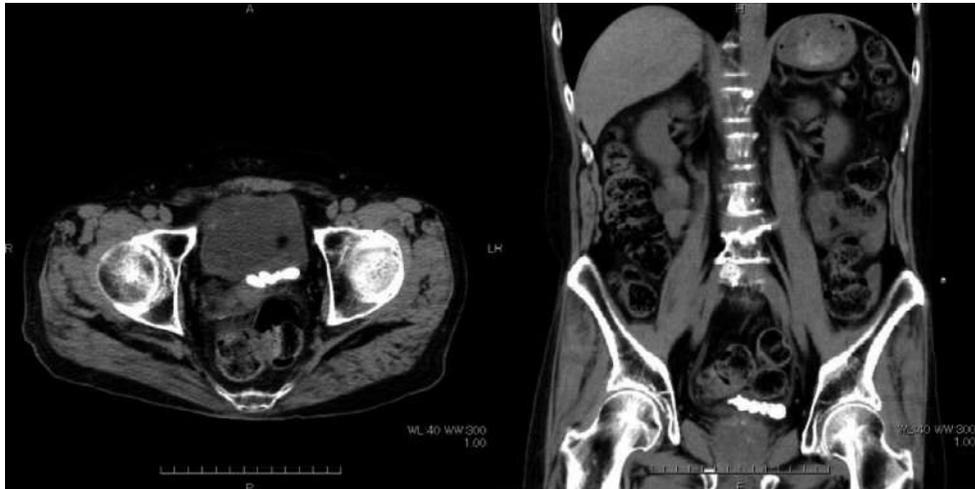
膀胱結石の CT (膀胱ろう置カテーテル例)
